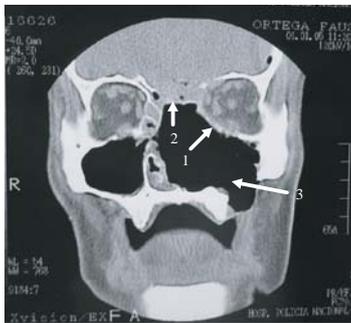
TAC corte coronal de macizo facial posterior a cirugía muestra área de resección. 1- Preservación de órbita y su contenido, 2- reconstrucción base del cráneo y 3- resección de pared anterior inferior del seno maxilar.
